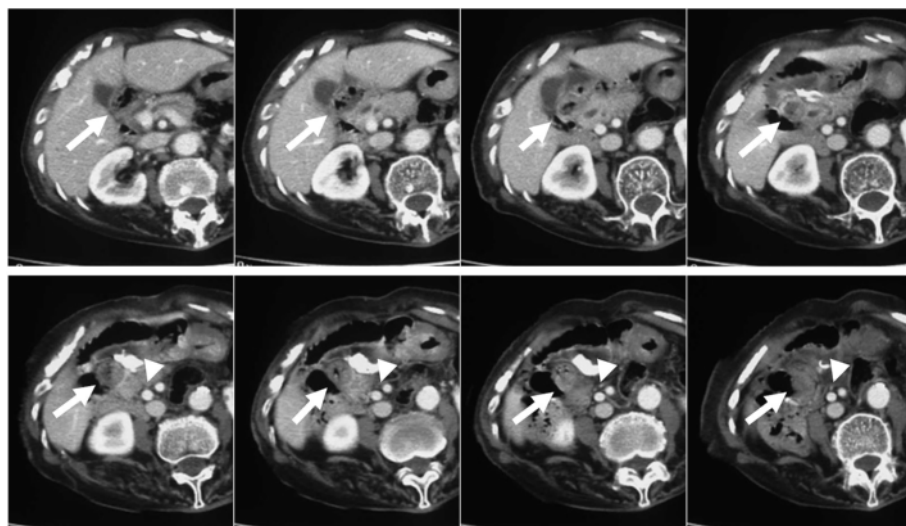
On reviewing the preoperative CT images, it was observed that the third portion of the duodenum had not formed (arrow), and the superior mesenteric vein (SMV) rotation sign was not seen (arrowhead).
